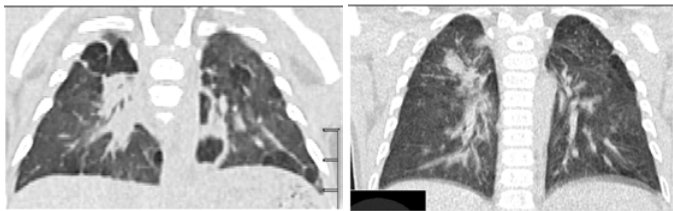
Computer tomografia pulmonară la copil în dinamică la 4 luni și 1 an
